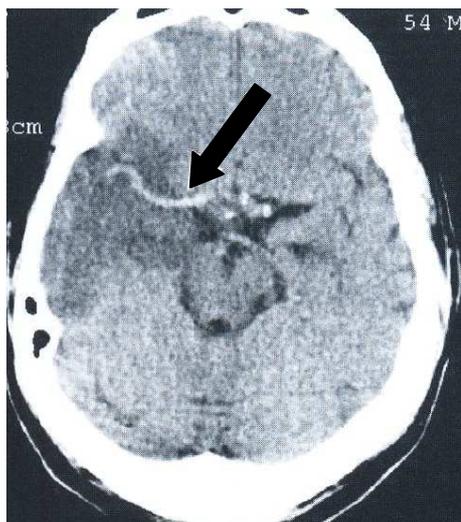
Slide de Tomografia Computadorizada de Cabeça. Evidenciando AVEi na artéria cerebral média (seta). Fonte: ROWLAND et al., 2007.
